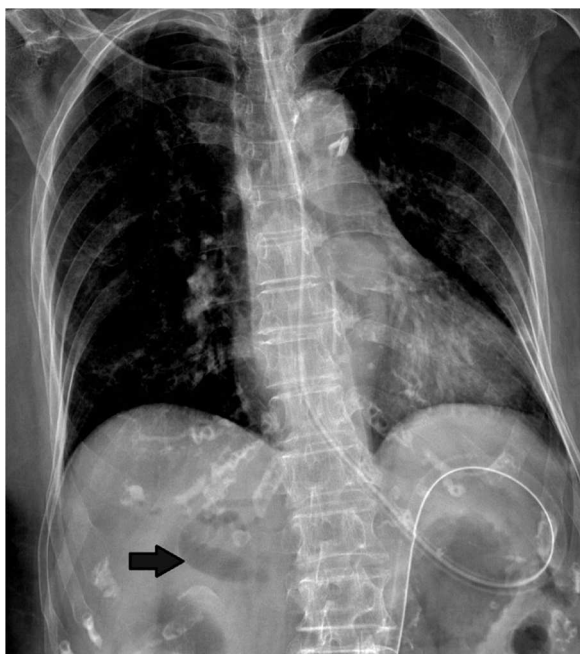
Radiografía de tórax que demuestra neumobilia (flecha).
